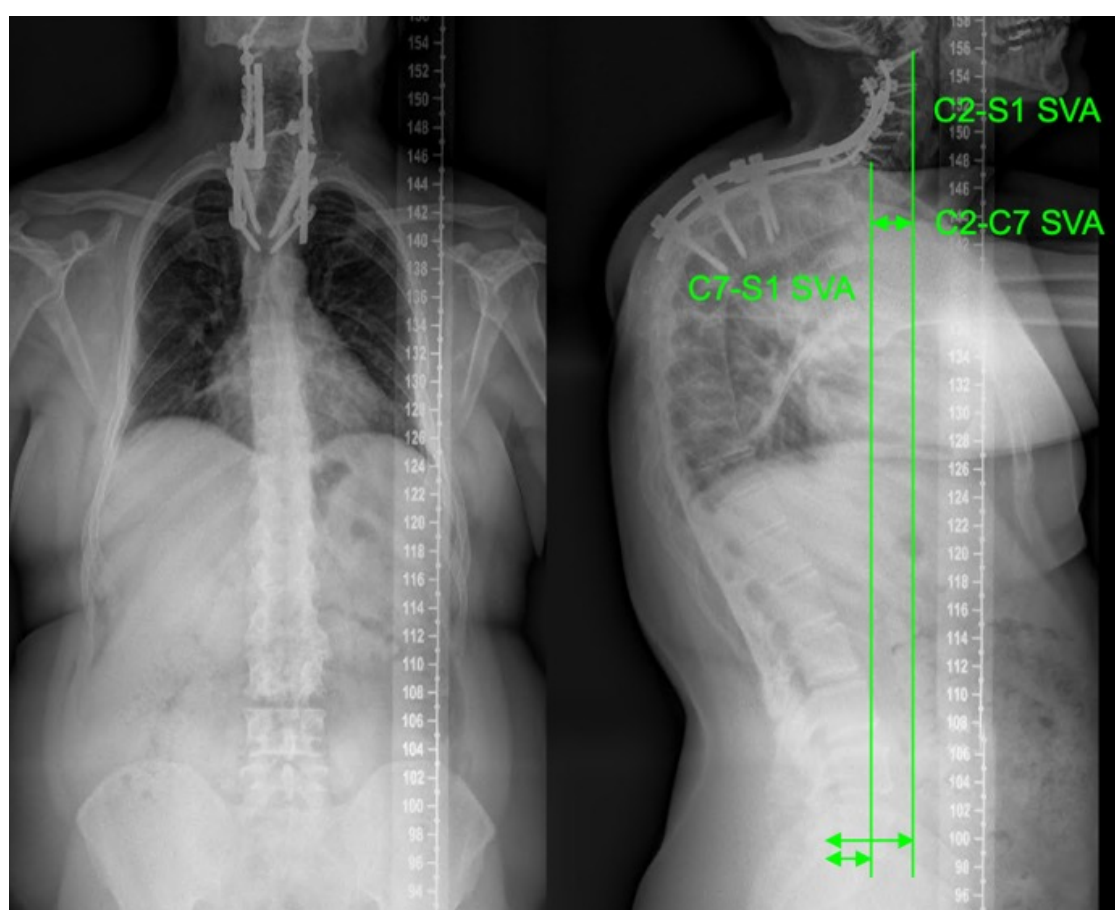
Telerradiografía postoperatoria: ausencia de desequilibrio sagital.
